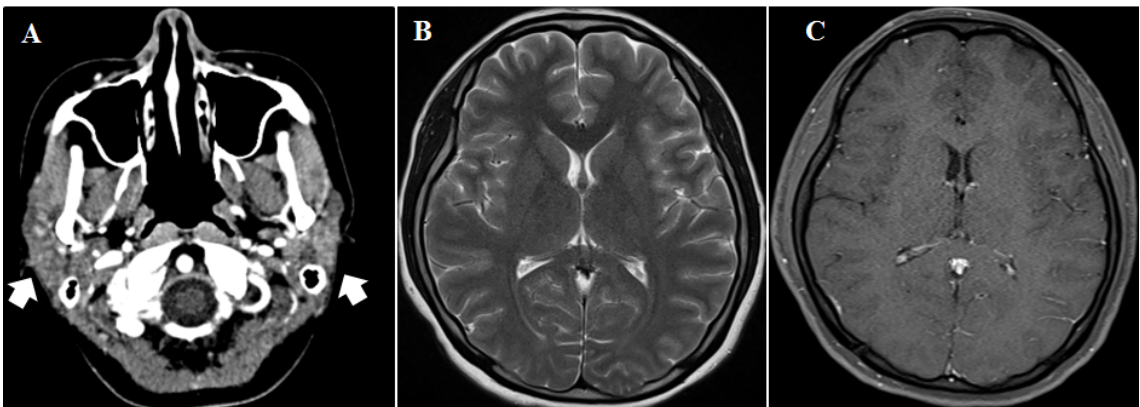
Brain magnetic resoanance image (MRI) of a patient.
